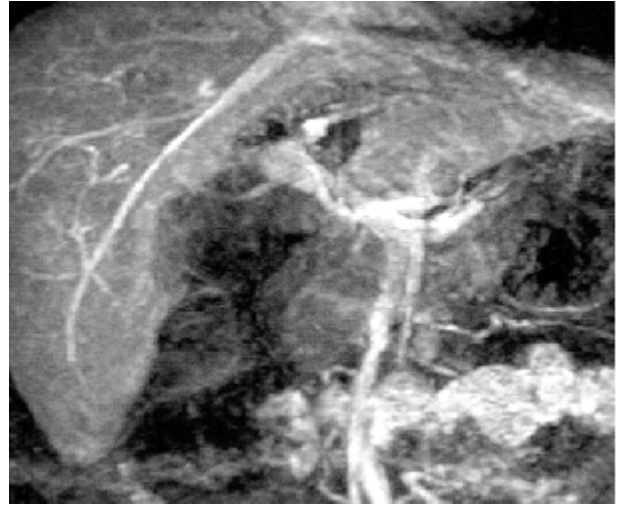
Reconstructed magnetic resonance image taken at 4 weeks after operation. The parenchymal defect in the center of the liver indicates the resection extent of isolated caudate lobectomy. The defect is filled with a redundant jejunal loop not to leave unnecessary dead space.
